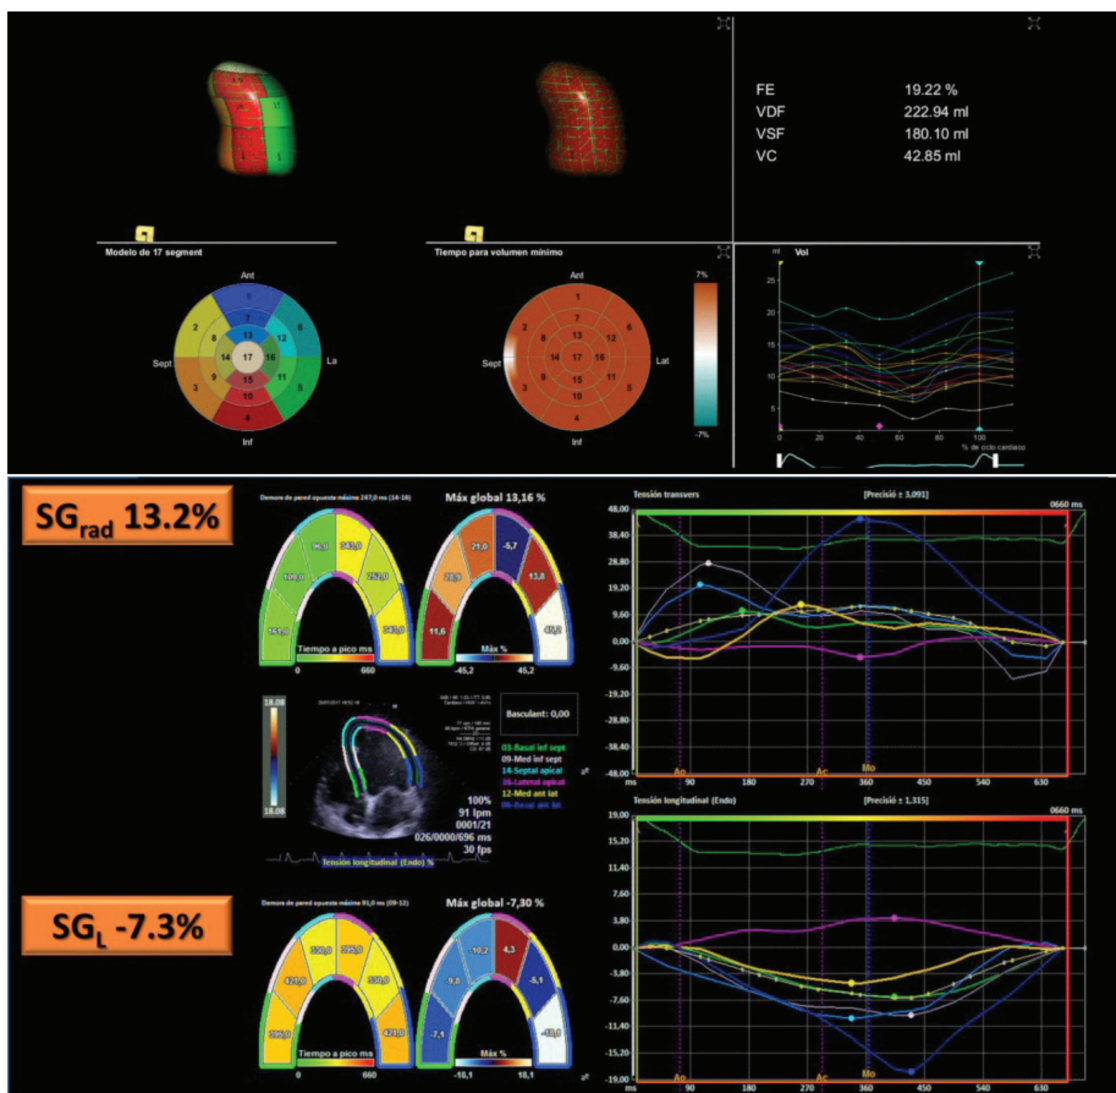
Ecocardiograma 3D/strain por speckle tracking: Grave déficit contráctil con reducción de la deformación miocárdica; hay franca disincronía y contracciones postsistólicas, pero este patrón de disincronía no se caracteriza por el clásico retardo de la cara lateral; de hecho, los segmentos anterobasales eran los de activación más tardía.
